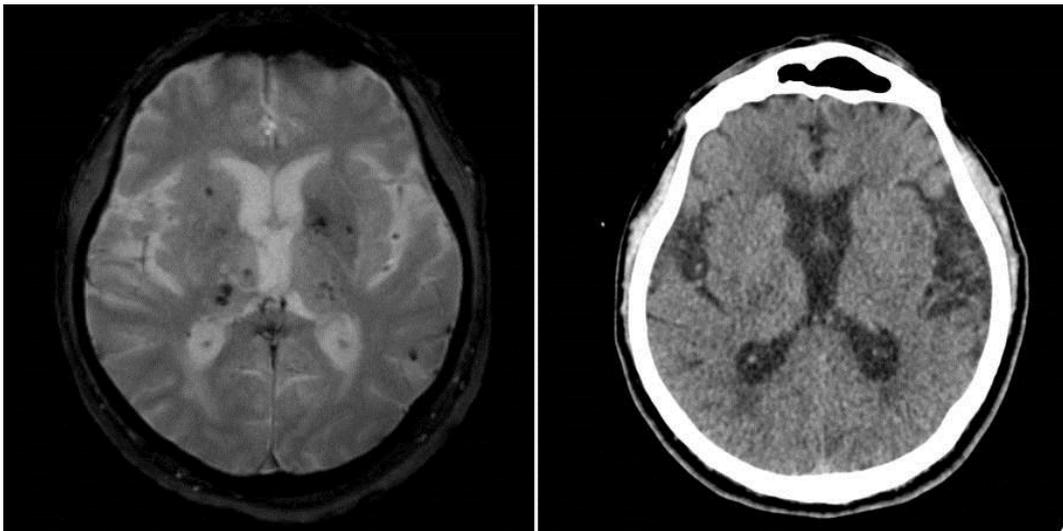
Mise en évidence de micro saignements sur la séquence T2\* sous forme d'asignaux ponctiformes (gauche), non visualisés sur une TDM cérébrale (droite)
